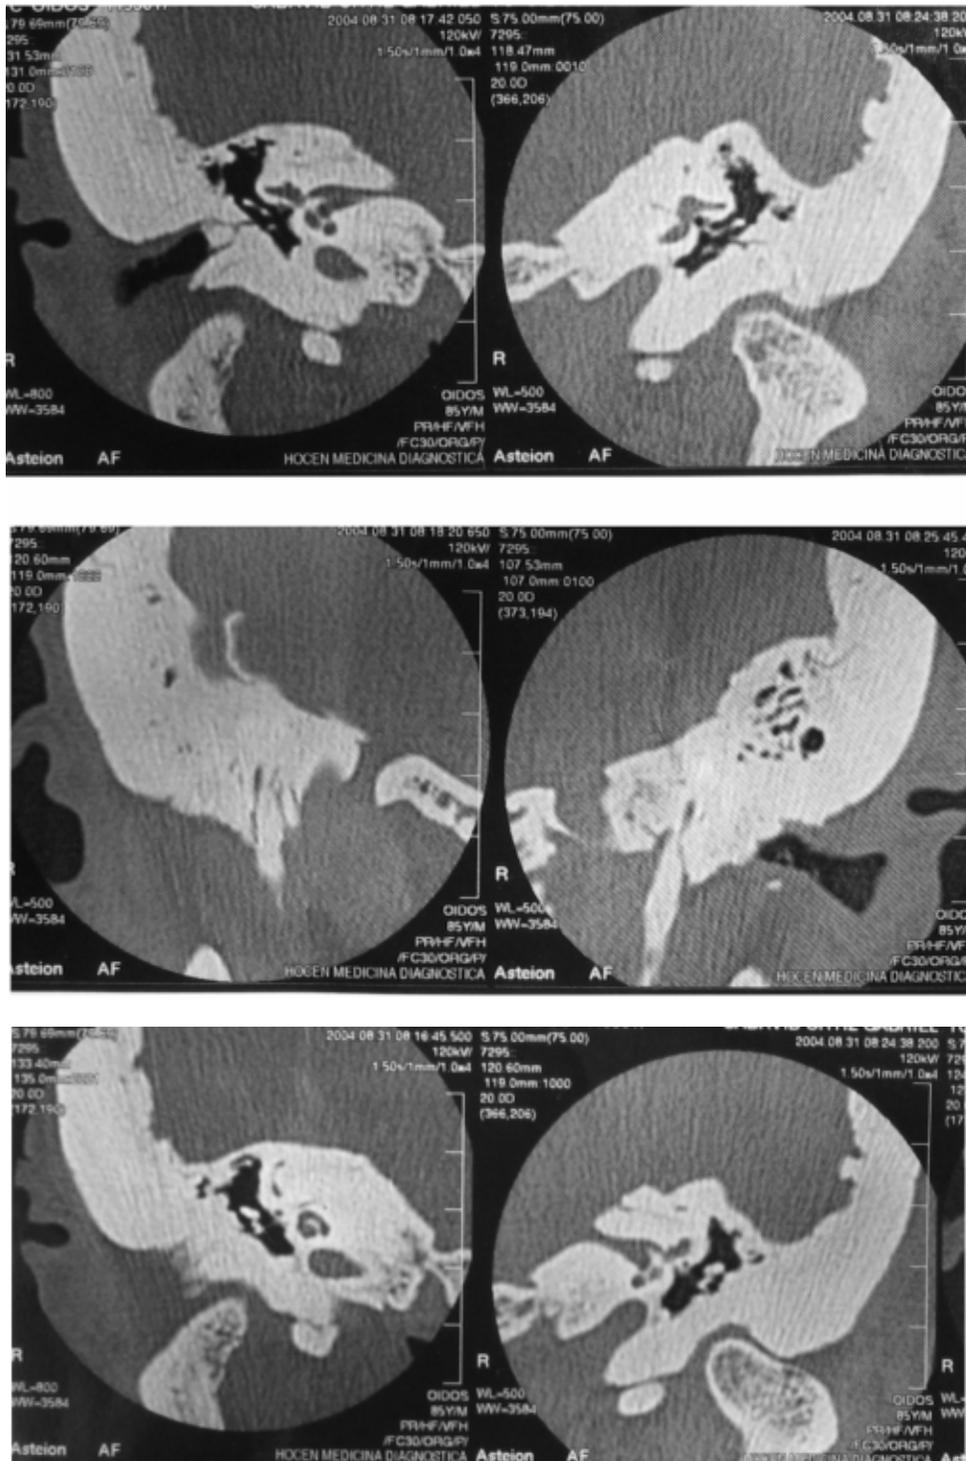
TC. de oídos. Cortes coronales. Extensos cambios hiperostóticos con ensanchamiento medular de las estructuras óseas visualizadas del hueso temporal con disminución en su neumatización. En ambos oídos hay disminución de la amplitud de los conductos auditivos externos y ligera disminución en el volumen de las cavidades timpánicas sin alteración de su contenido. No hay alteración del laberinto ni de la cóclea aunque se aprecia ligero adelgazamiento de los conductos auditivos internos.
